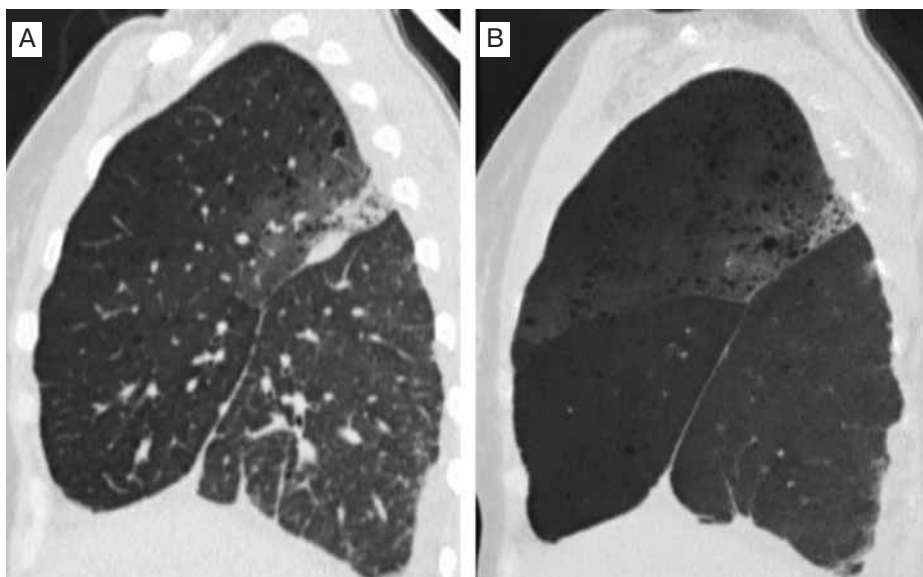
Саркоидоз легкого, мультиспиральная компьютерная томография, реконструкция в сагиттальной плоскости: А – нативные данные – преимущественно во 2-м сегменте верхней доли определяются «матовое стекло», инфильтрат и мелкие кисты, очажки по междолевой плевре; В – тот же больной (обработка в MinIP-режиме) – поражена вся верхняя доля легкого
